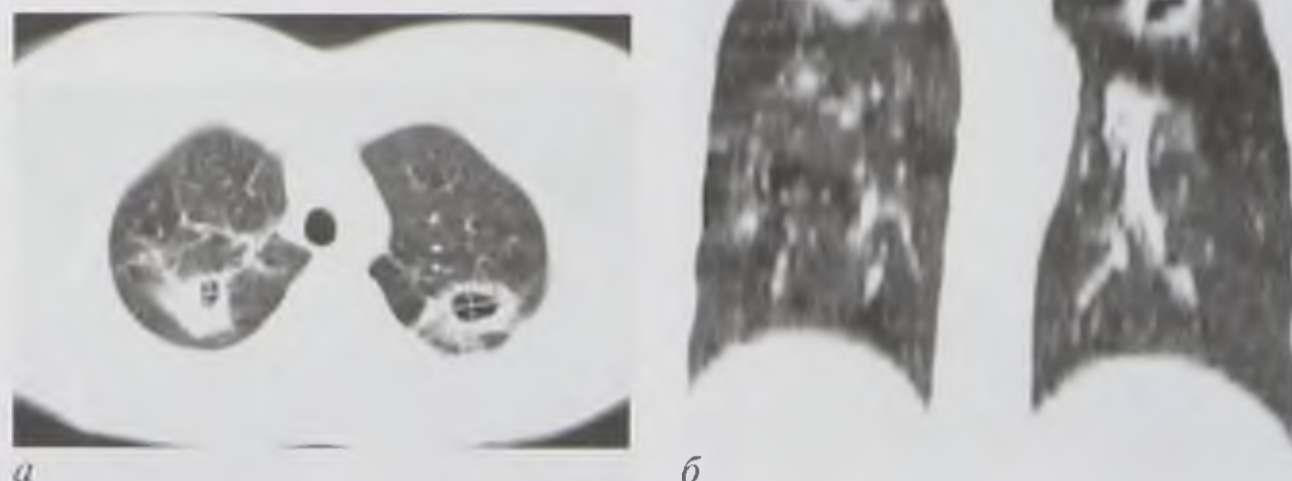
Компьютерные томограммы в аксиальной (а) и фронтальной (б) плоскостях. Фиброзно-кавернозный туберкулез обоих легких
